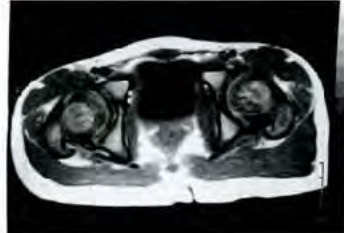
症例3: 8歳, 男性. 右ペルテス病. 症状発症から約1か月のMRI画像
